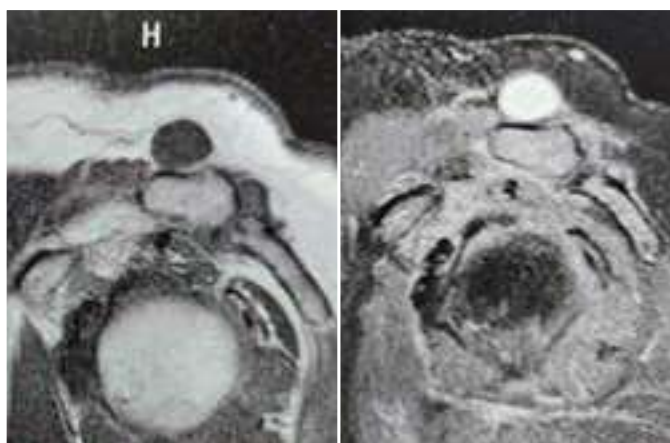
Ressonância magnética do ombro direito, corte sagital, em T1 e T2, evidenciando Sinal de Geiser, com cisto acima da articulação acrômio-clavicular.
